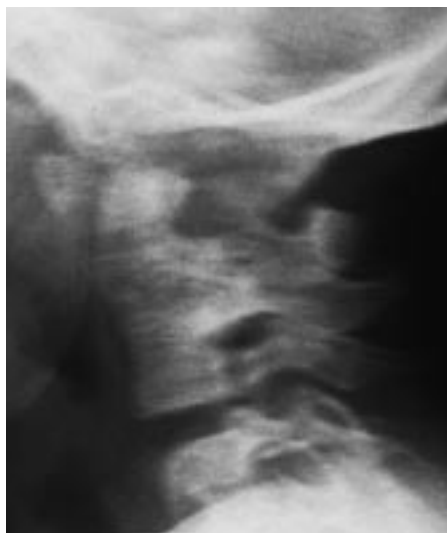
RTG krční páteře v bočné projekci ukazuje kostěný blok C1-3 a redukcii počtu krčních obratlů.
